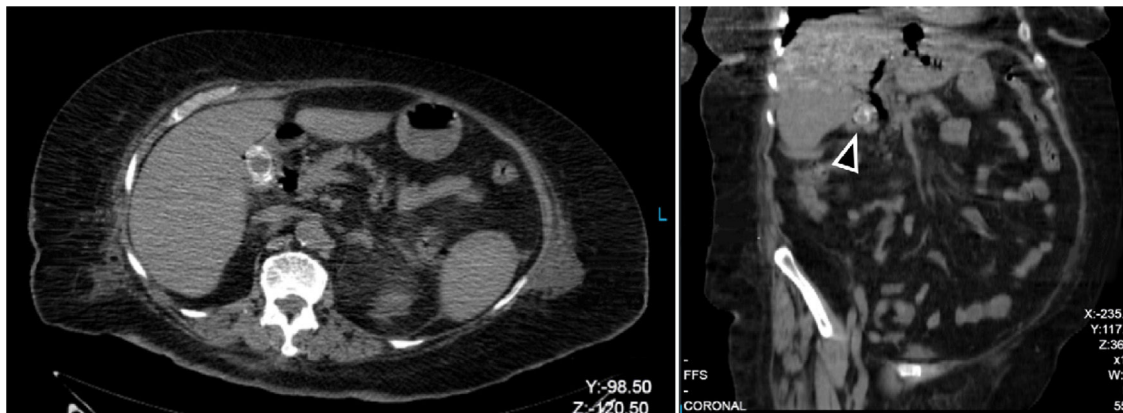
Tomografía computarizada no contrastada de abdomen, corte axial y coronal. Se demuestra lito intravesicular.
